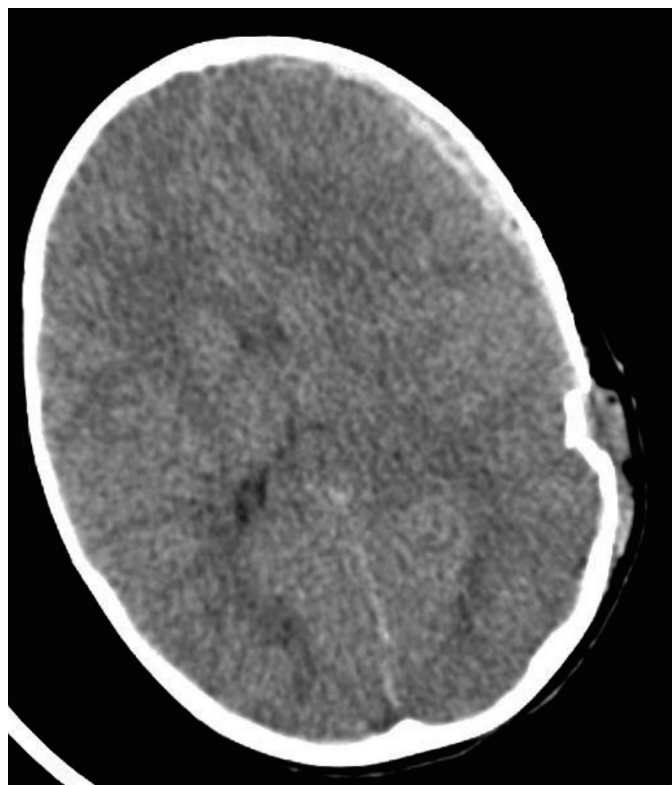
КТ. До лікування. Проникаючі рани голови, субдуральна гематома, САК.
